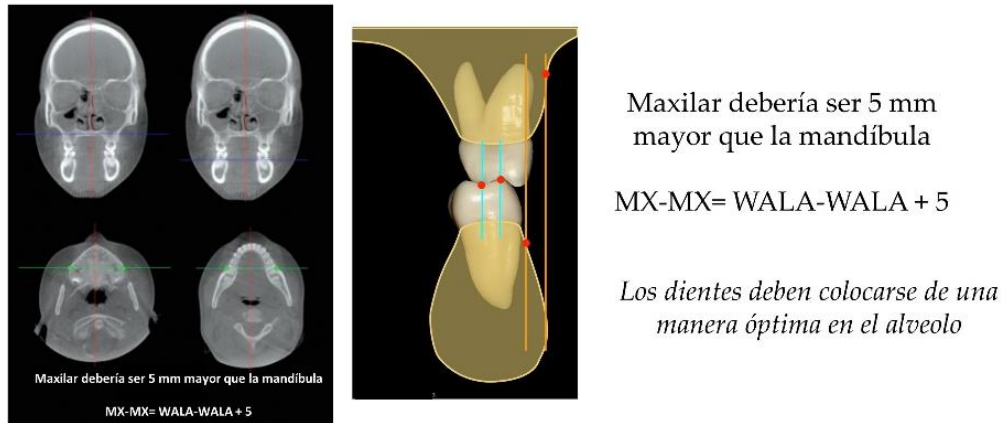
Análisis de la discrepancia transversal ósea basado en CBCT de la Universidad de Pennsylvania. Fuente: Tamburrino RK et al. ⁷⁰.
